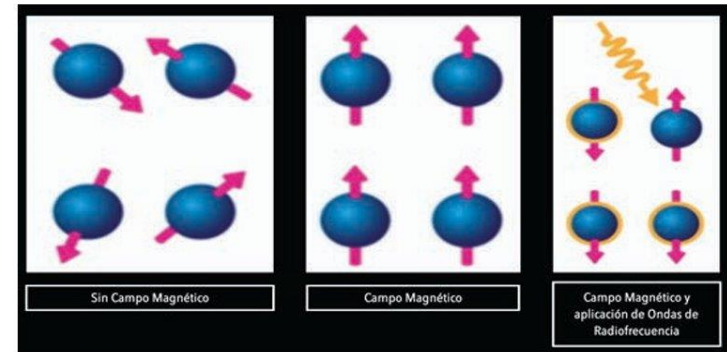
Bases físicas de la RM. Campo magnético y pulso de radiofrecuencia.
